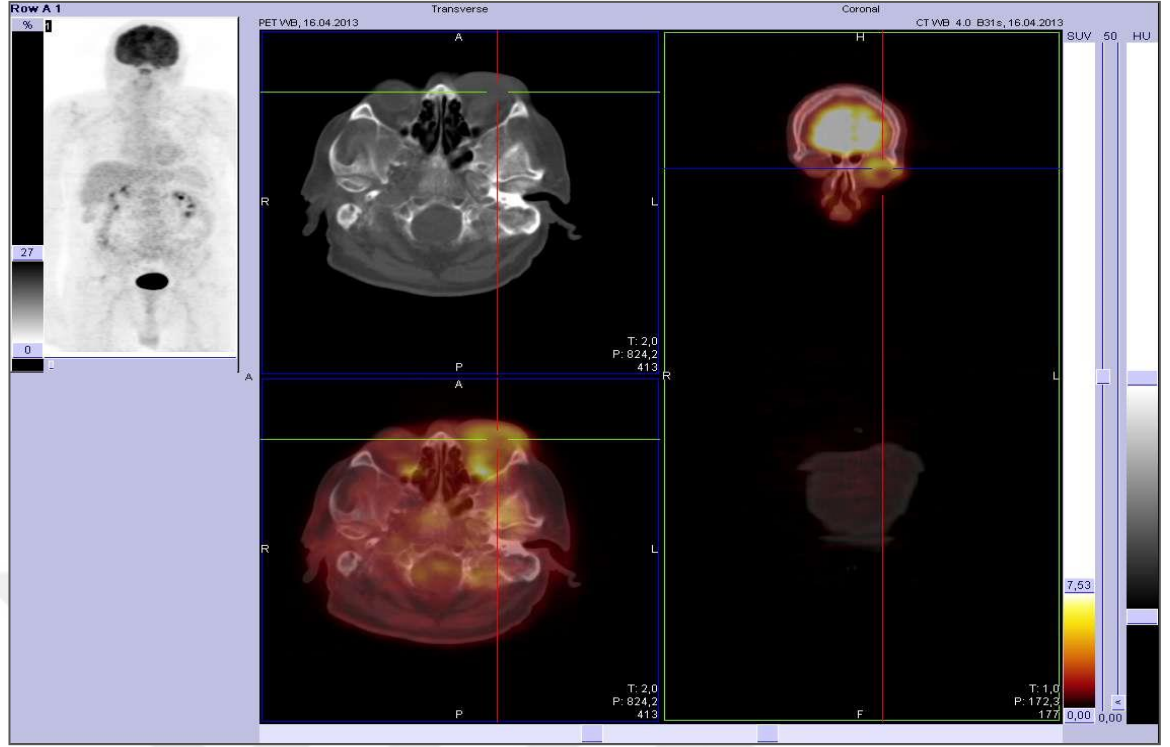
Burkitt Lenfoma PET/CT görüntüsü
